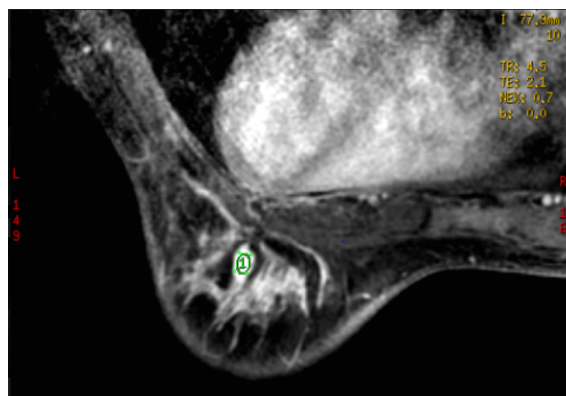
Resonancia magnética.(9)
